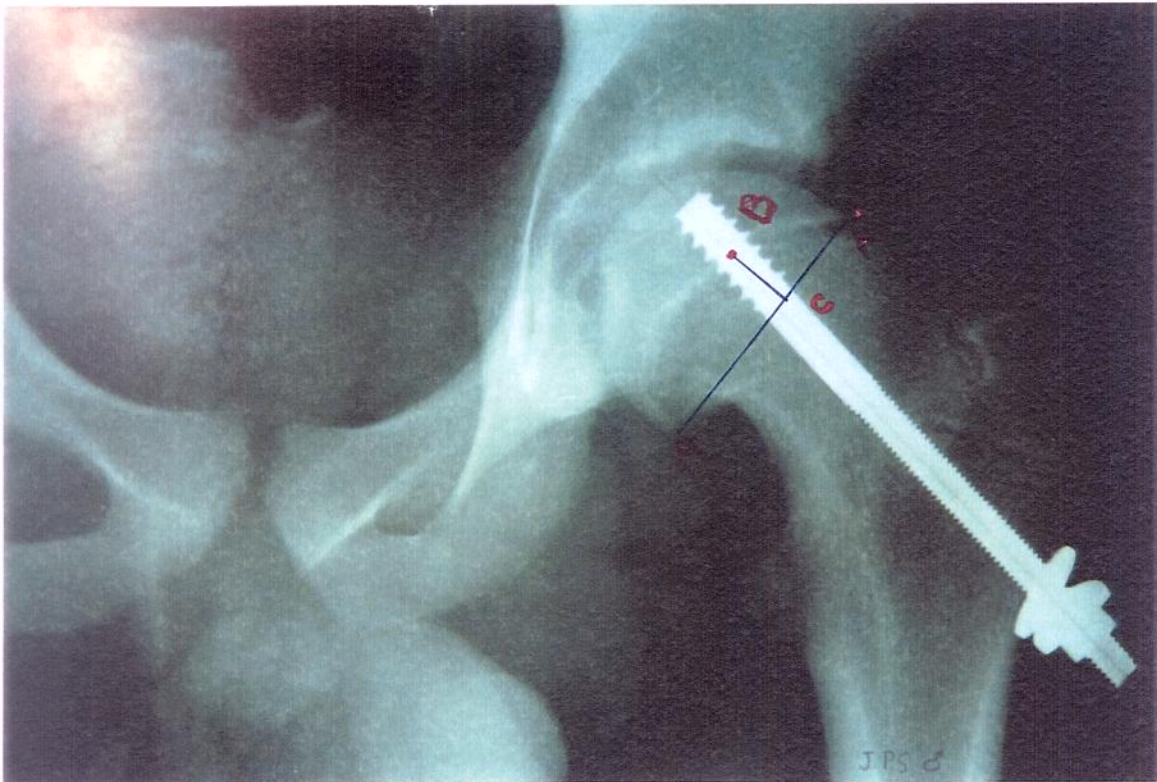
Radiografia na incidência em AP para a medida da posição do PCCA, segundo os critérios de Ward et al (1992)
